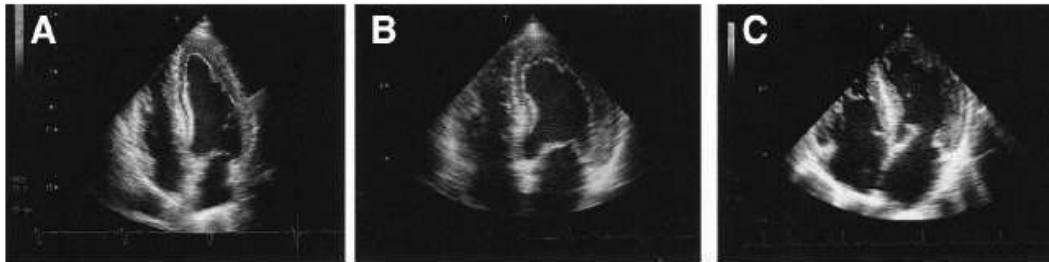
Comparación entre ecocardiogramas de 2 pacientes con EF: (A,B) y cardiopatía hipertrófica (C). En los dos primeros se observa el aspecto binario del endocardio
